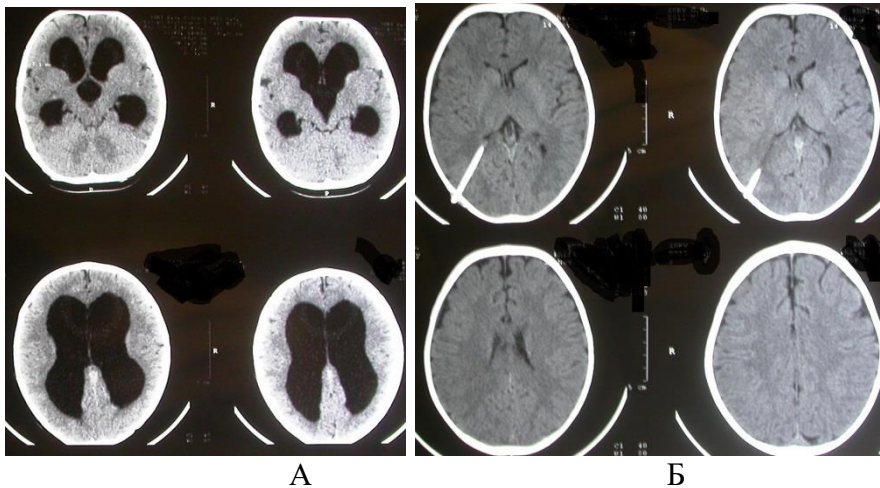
СКТ головного мозга. Наблюдение № 45, больной В., 1 год, история болезни №1212-10. Д-з: Постгеморрагическая сообщающаяся гипорезорбтивная гидроцефалия. А – до операции; Б – через 6 мес. после имплантации шунта. Заключение: восстановление толщины мозгового плаща
